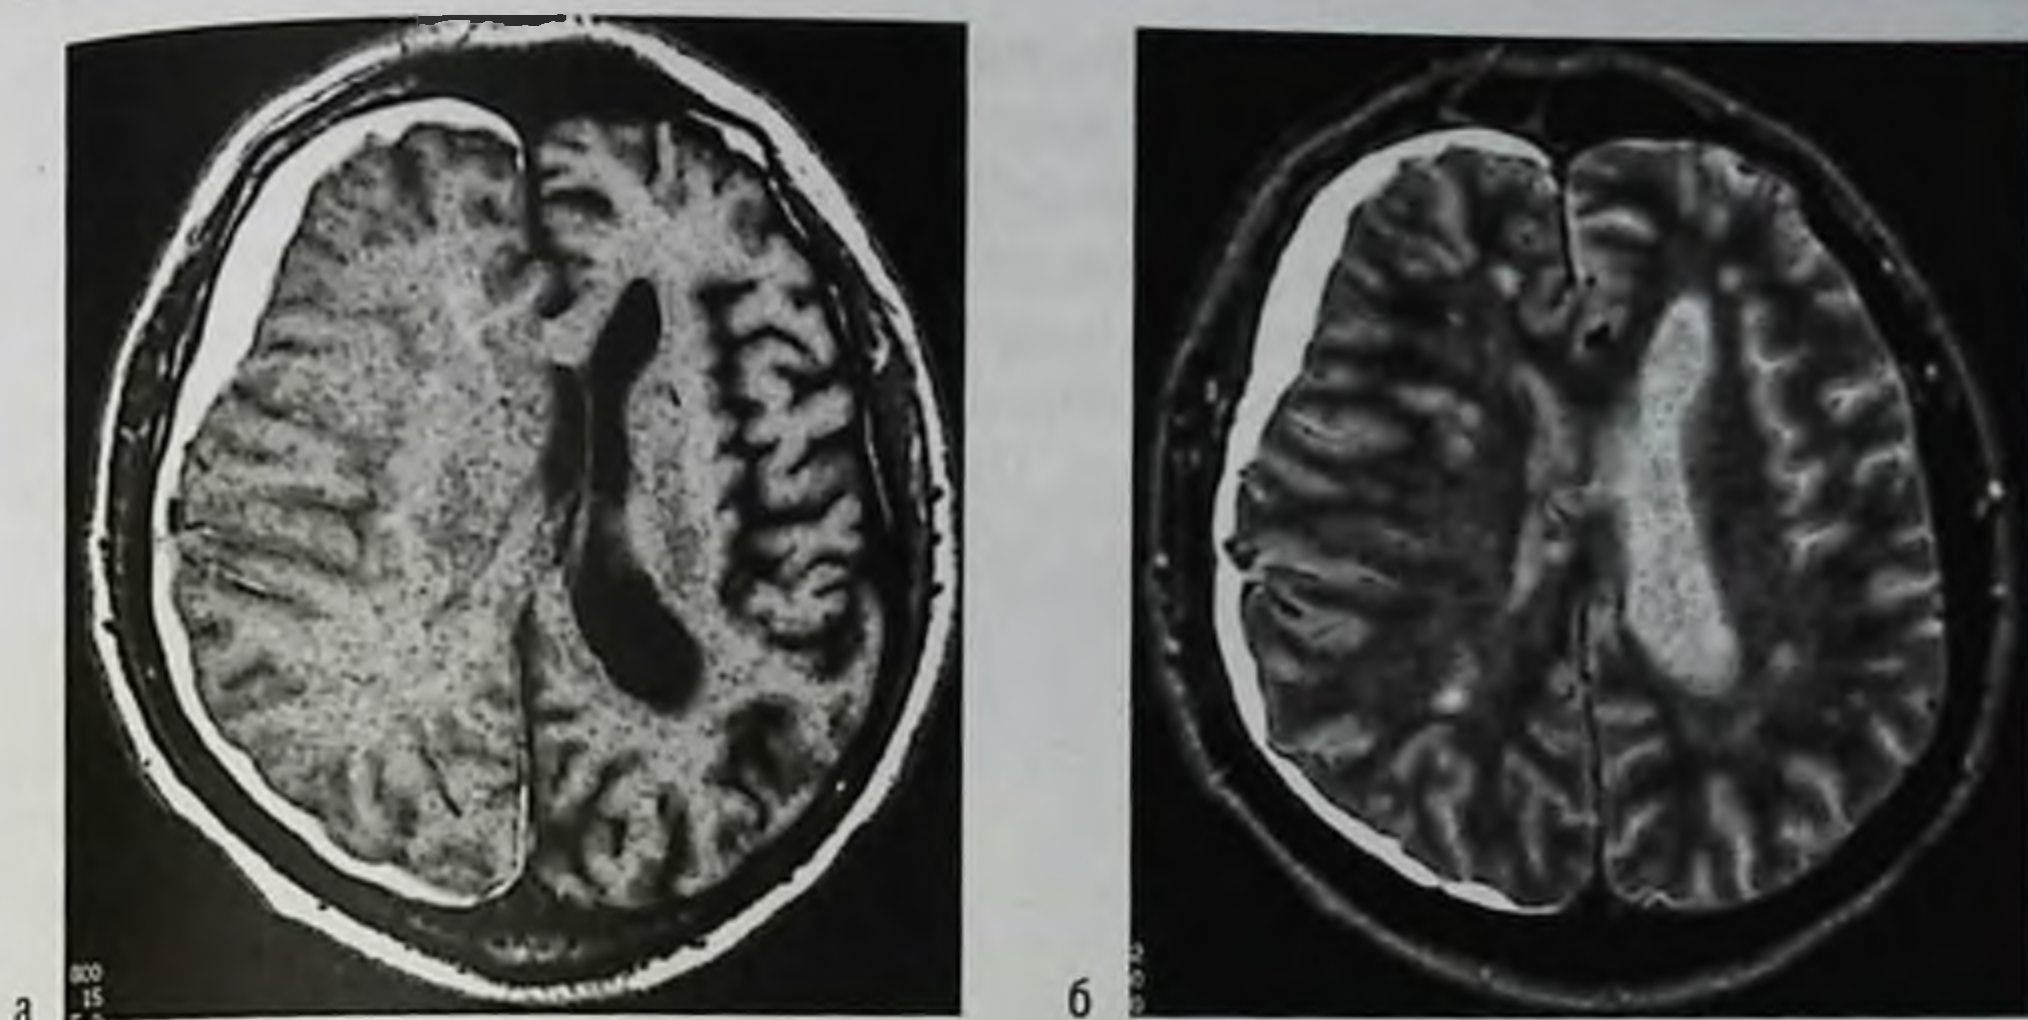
Подострая субдуральная гематома правой лобно-теменно-височной области. Магнитно-резонансная томограмма: а — T1-взвешенное изображение; б — T2-взвешенное изображение; высокий сигнал от гематомы в обоих режимах обусловлен метгемоглобином
